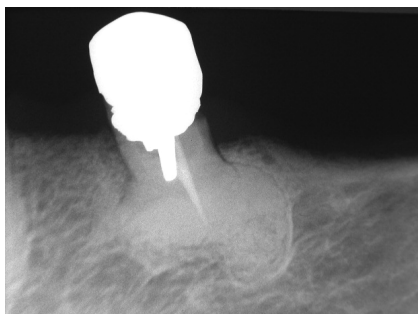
Área radiopaca de limites definidos na região periapical do dente 35, com presença de halo radiolúcido.
